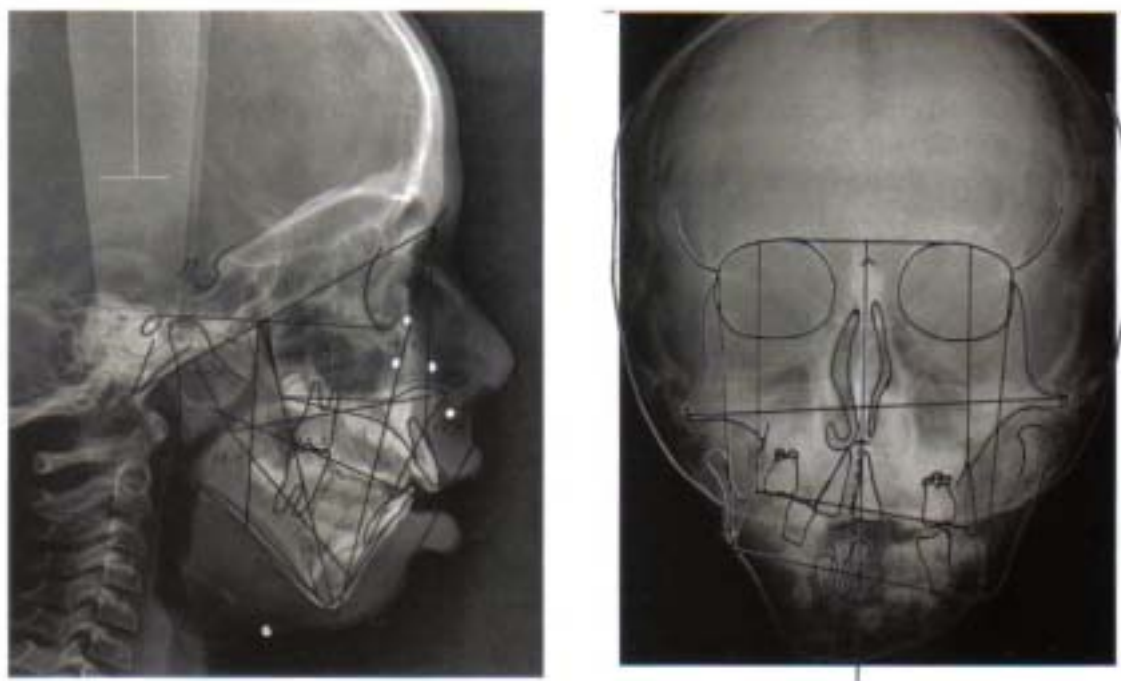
Analiza cefalometrică pe teleradiografie: a – de profil, la o pacientă cu anomalie dento-maxilară de clasă a II-a, div. I; b – de față, la un pacient cu anomalie dento-maxilară în plan transversal. (cazuistica Prof. Dr. J. Acero, Dr. A. Carreño)
